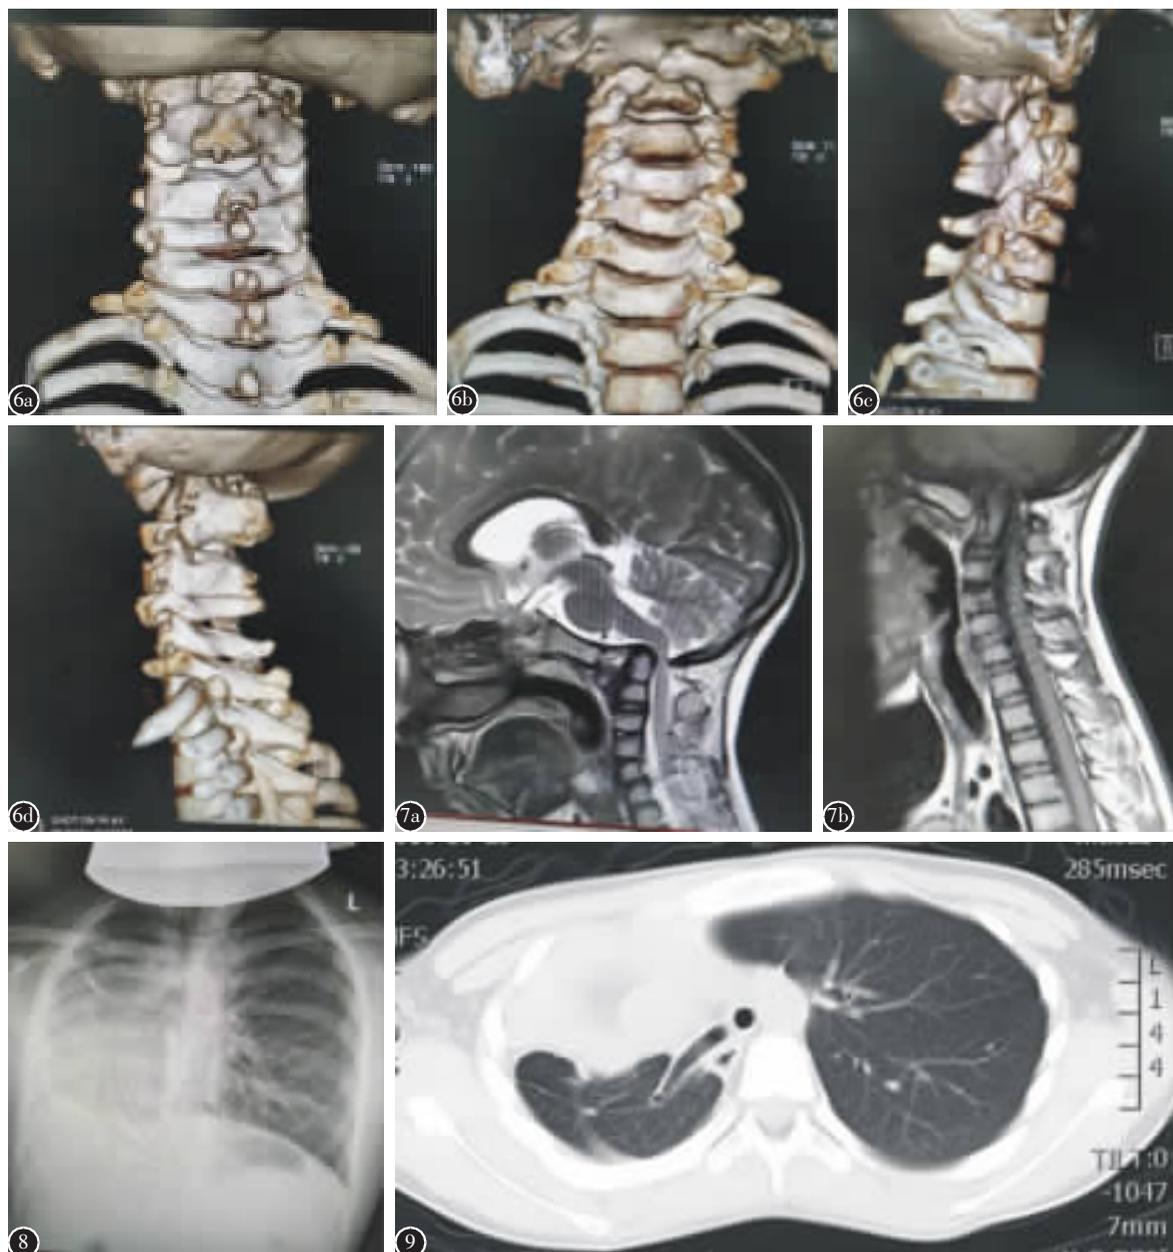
颈椎 CT 三维重建示寰枕部融合,寰椎后弓缺失如(6a);寰枢椎融合,寰椎前弓发育不全(6b);颅底凹陷,C3、4、5 椎体及附件部分融合(6c、6d) 图 7 颈椎 MRI 示小脑扁桃体下疝,延髓及上段颈髓受压变形 图 8 胸部 X 片示心脏位于右侧胸腔 图 9 胸部 CT 示右肺仅见一支气管,右肺缩小;右位心
